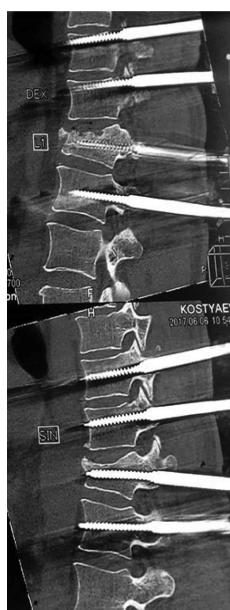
скан КТ исследования поврежденного отдела позвоночника
